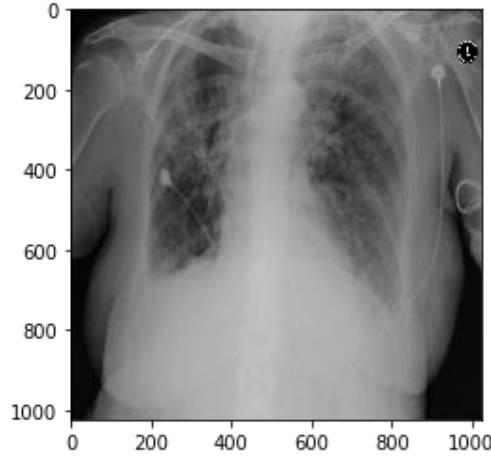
40 Fibroz Tanısı İçin Röntgen Görüntüsü
